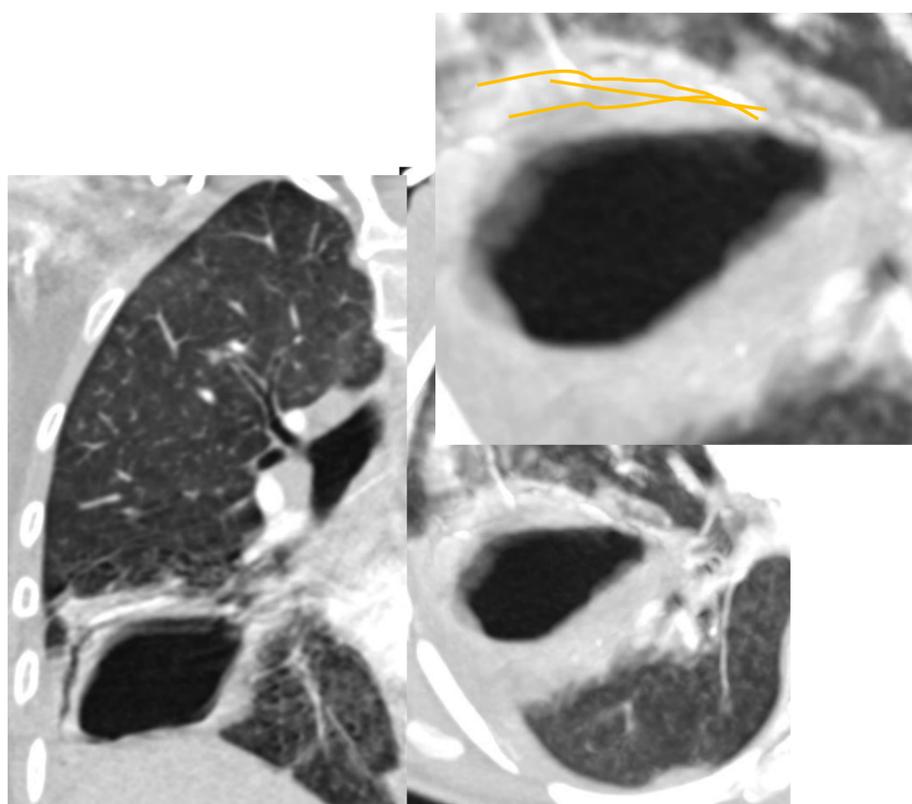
(TC tórax con civ) distorsiona, y no interrumpe, las estructuras broncovasculares.
